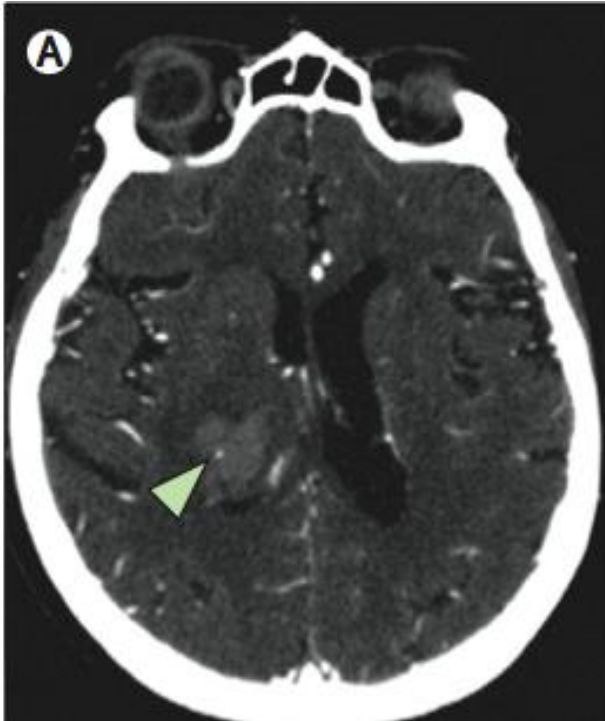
Imagen de Angio-TC que muestra extravasación de contraste (Signo de la mancha) Indicado mediante flecha ⁷⁴
